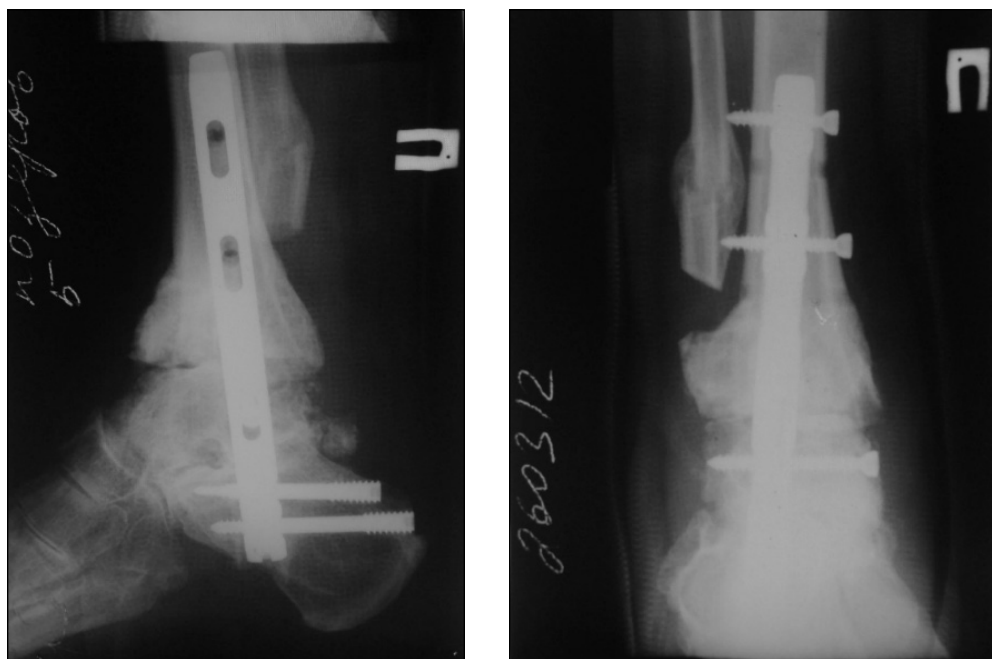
Рентгенограммы после оперативного вмешательства
